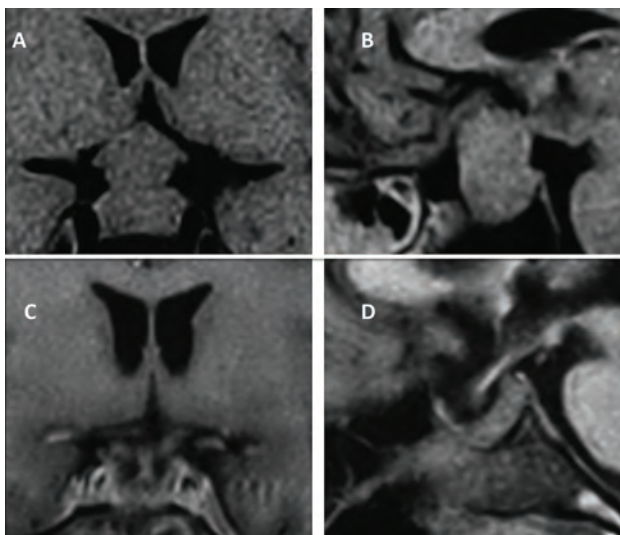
Paciente 2. RMN de cerebro con contraste secuencia T1 corte coronal (A) y sagital (B) en donde se observa un macroadenoma sin invasión del seno cavernoso. RMN de cerebro con contraste secuencia T1 corte coronal (C) y sagital (D) obtenida tras 3 meses de seguimiento en donde se observa la remoción completa de la lesión.
